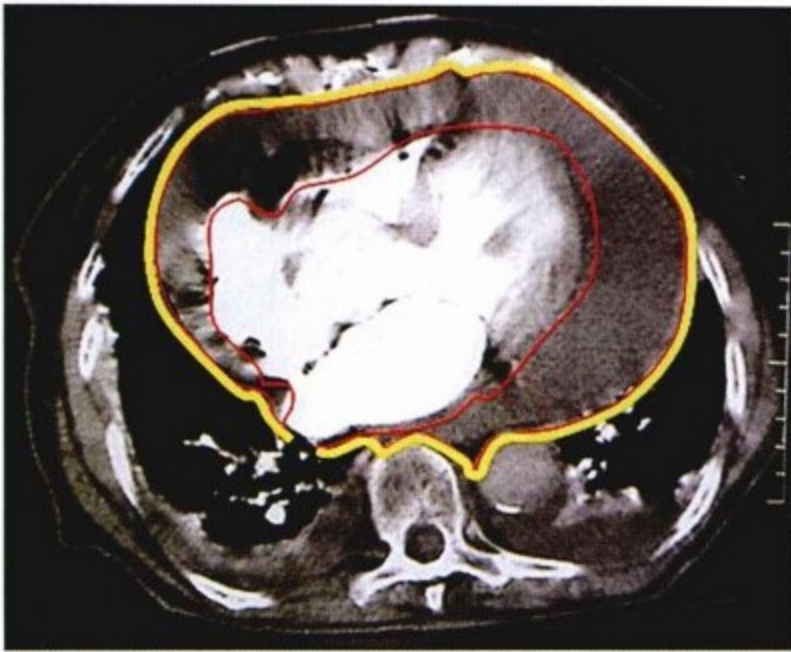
增强 CT 示心脏周围大量心包积液,心包壁层被黄线标记。心包腔内侧完全被一层浆膜细胞覆盖(红线标记)其通常只是组织学厚度,覆盖在心腔和大血管上,同时也覆盖在心包壁层内侧。心包腔位于降主动脉和左心房之间。
